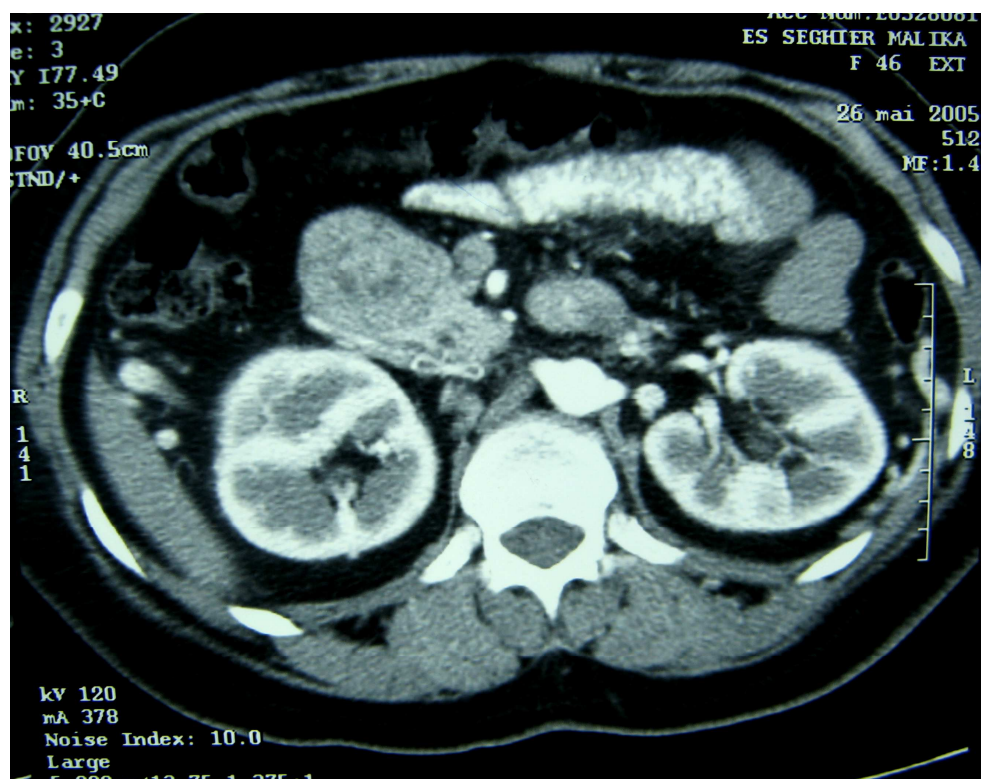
TDM abdominale avec injection de produit de contraste montrant la métastase pancréatique. (Observation n°5)
